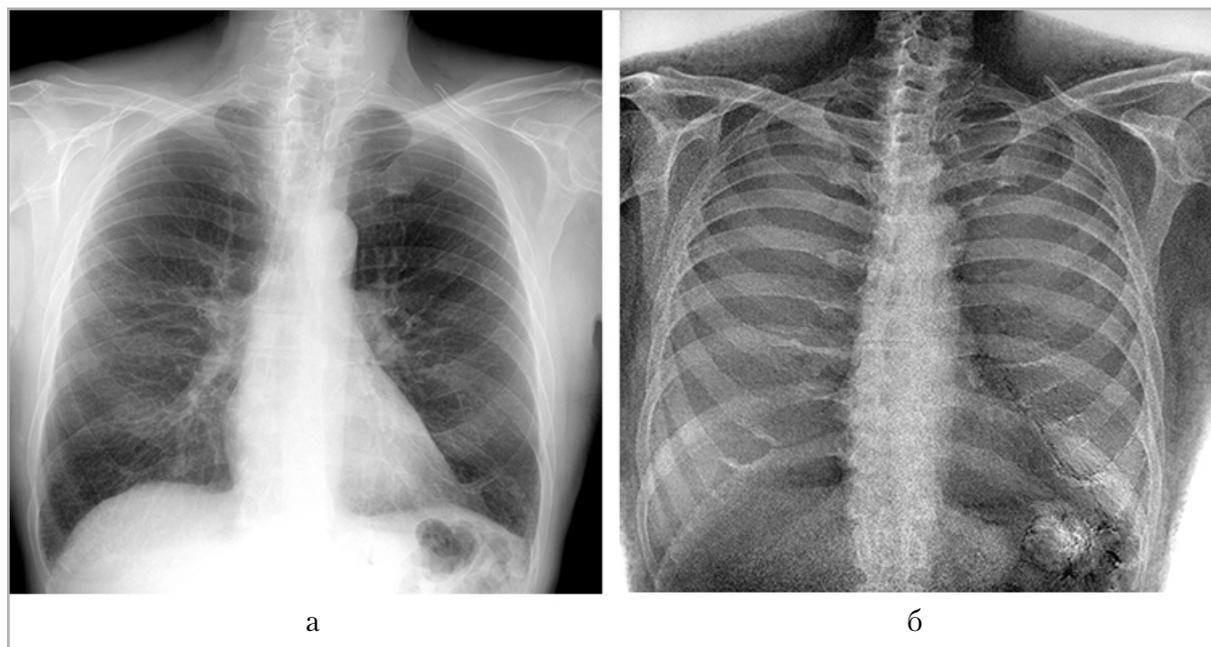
Рентгенограммы органов грудной клетки в прямой проекции: *а* — стандартная рентгенограмма; *б* — РИКТ с выраженной «зернистостью» и артефактами движения от сердцебиения и дыхания
